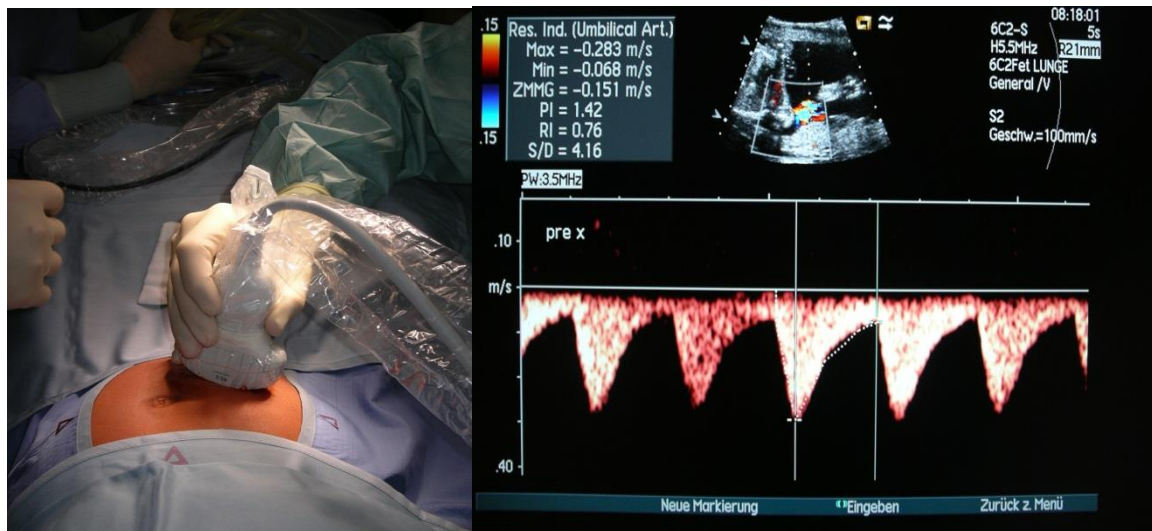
Farbdopplerdarstellung der Blutflüsse in der A. umbilicalis des Feten durch den Operateur
